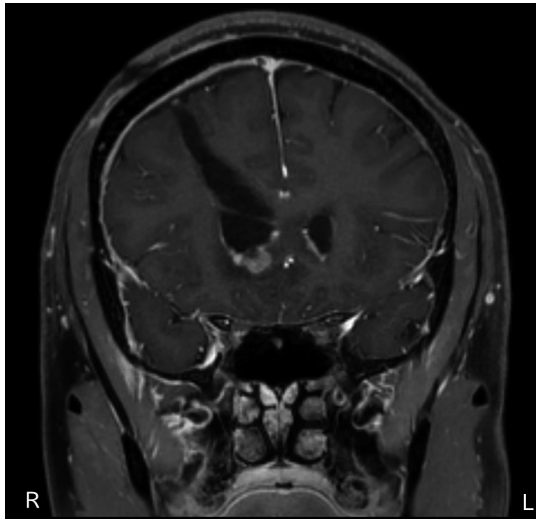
Brain MRI after operation.
